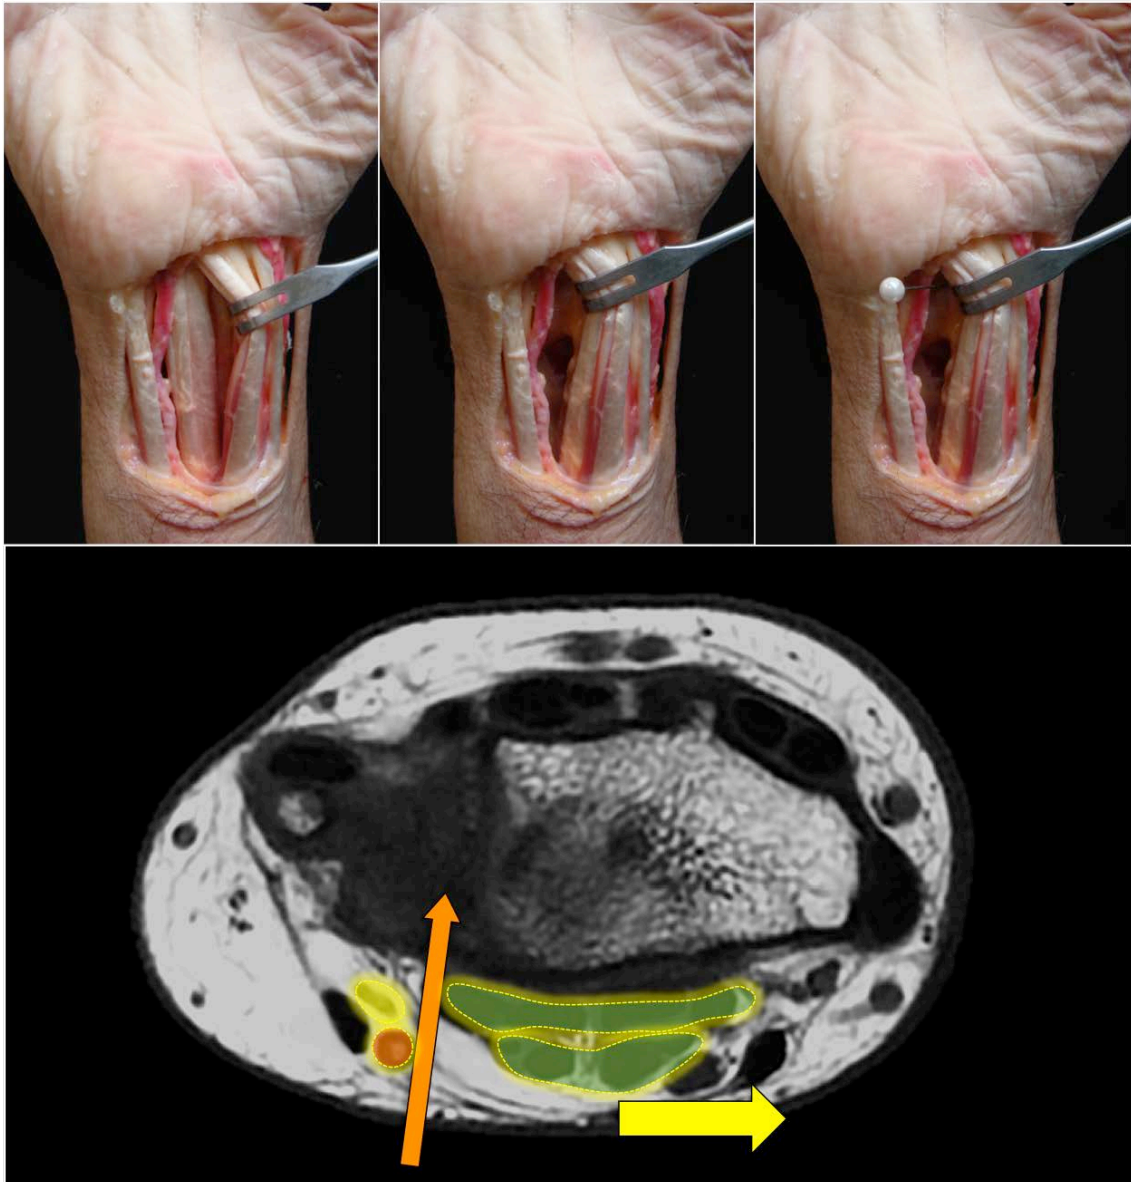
Portal volar ulnar descrito por Slutsky. En las imágenes superiores se observa la retracción de los flexores superficiales y profundos hacia radial; el alfiler de referencia señala la localización del portal volar ulnar. Imagen inferior de un corte de RMN a nivel de la articulación radiocarpiana: la flecha naranja indica el portal volar ulnar descrito por Slutsky; la imagen de color rojo referencia la arteria ulnar, la de amarillo el nervio ulnar y las dos imágenes verdes los flexores superficiales y profundos de los dedos 2º a 5º.
